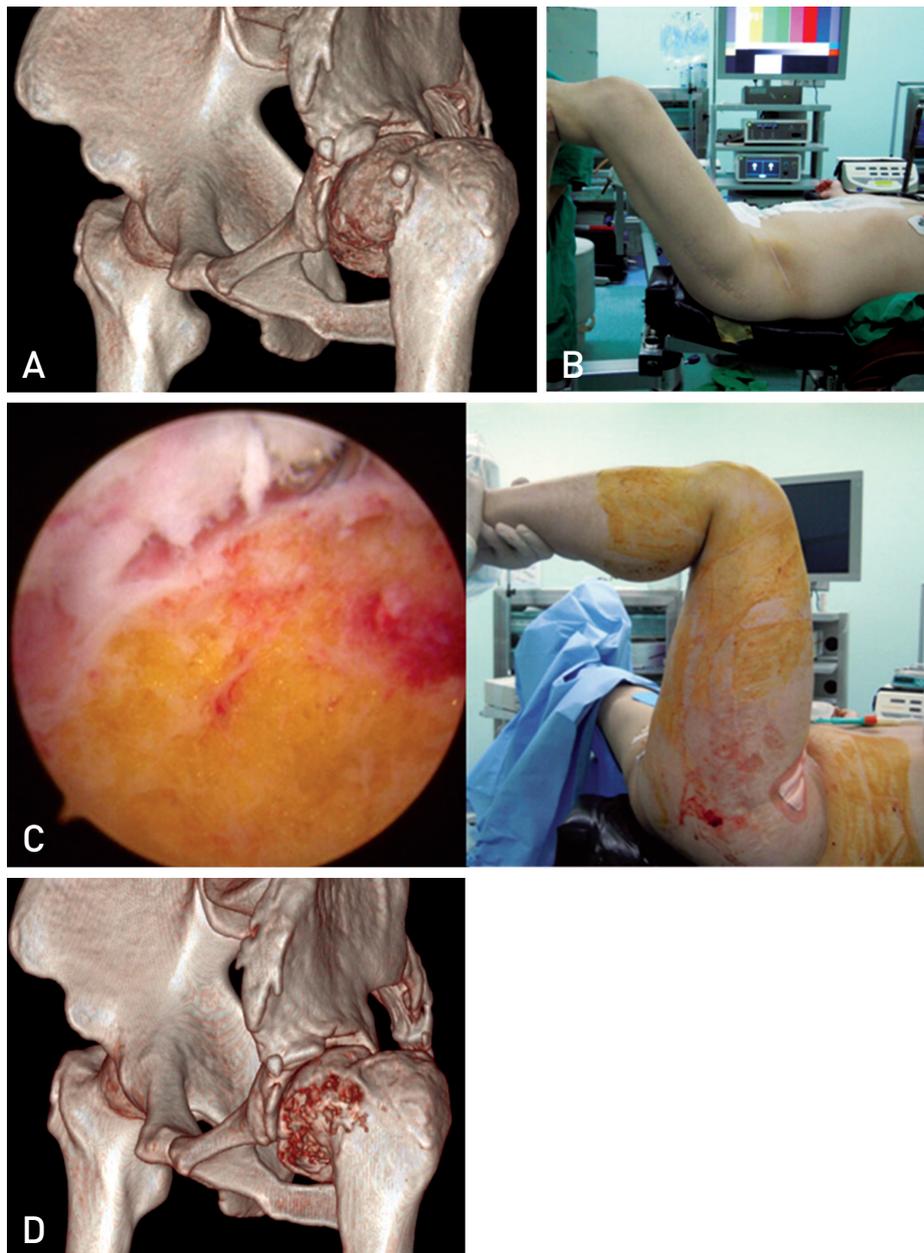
32-year old male patient showed limitation of ROM due to sequelae of LCP of the left hip. (A) 3D CT image. (B) Preoperative measurement of flexion degree of the hip under general anesthesia. (C) Arthroscopic findings of the hip after performing femoroplasty, and flexion degree of the hip after operation. (D) Postoperative 3D CT findings.
